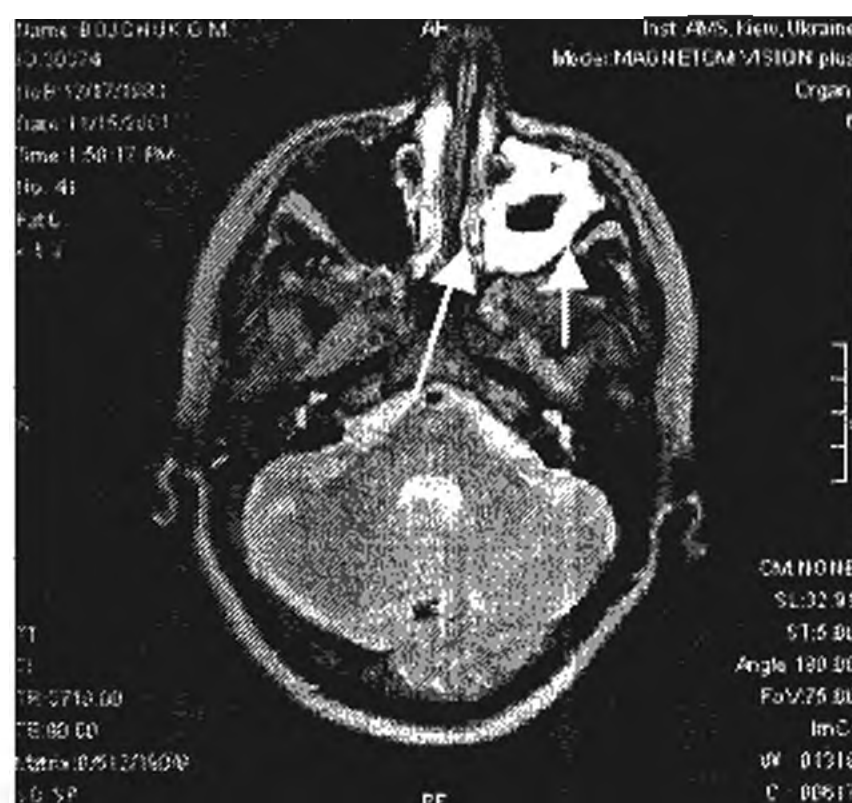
Спостереження 3. МРТ. Нейрофіброма лівої орбіти (показано довгими стрілками). набряк периневрію лівого зорового нерва (показано короткою стрілкою).
